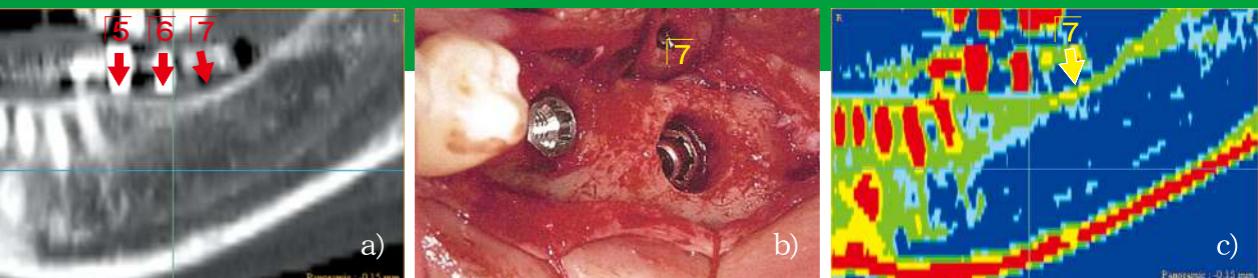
a) 567埋入。CT画像では下顎管までの距離はあり、モロモロと書く海綿骨様の構造が見える。b) 7を埋入するとインプラント体が落ち込んだ。c) Mischの骨質分類で色付けをすると、7は150HU以下の骨でないCT値を示した。(大阪府開業 奥野幾久先生のご厚意による)
